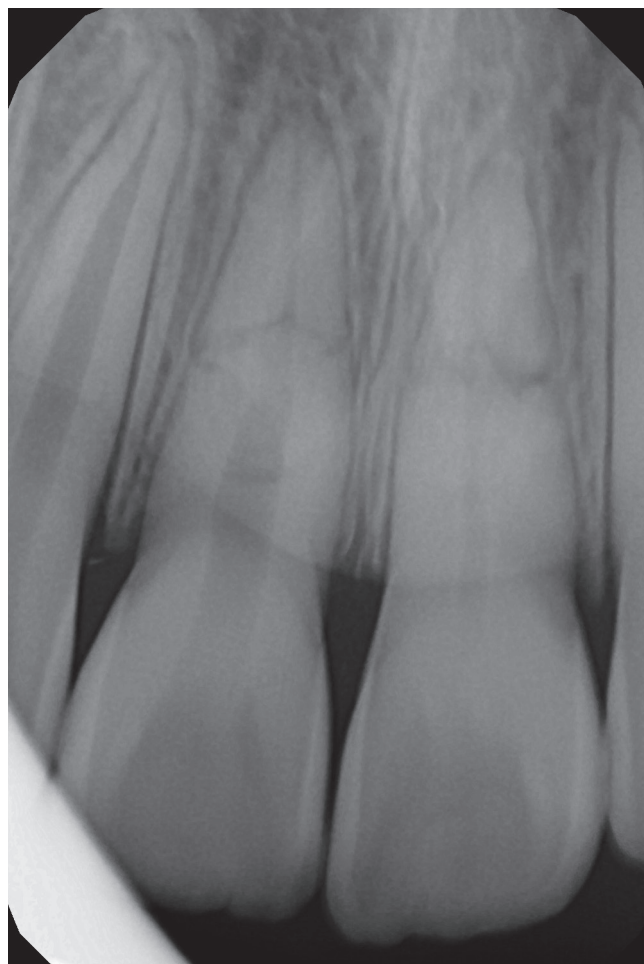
Фрагмент интраоральной рентгенограммы через 1 год и 3 месяца. Облитерация корневого канала зуба 2.1.
